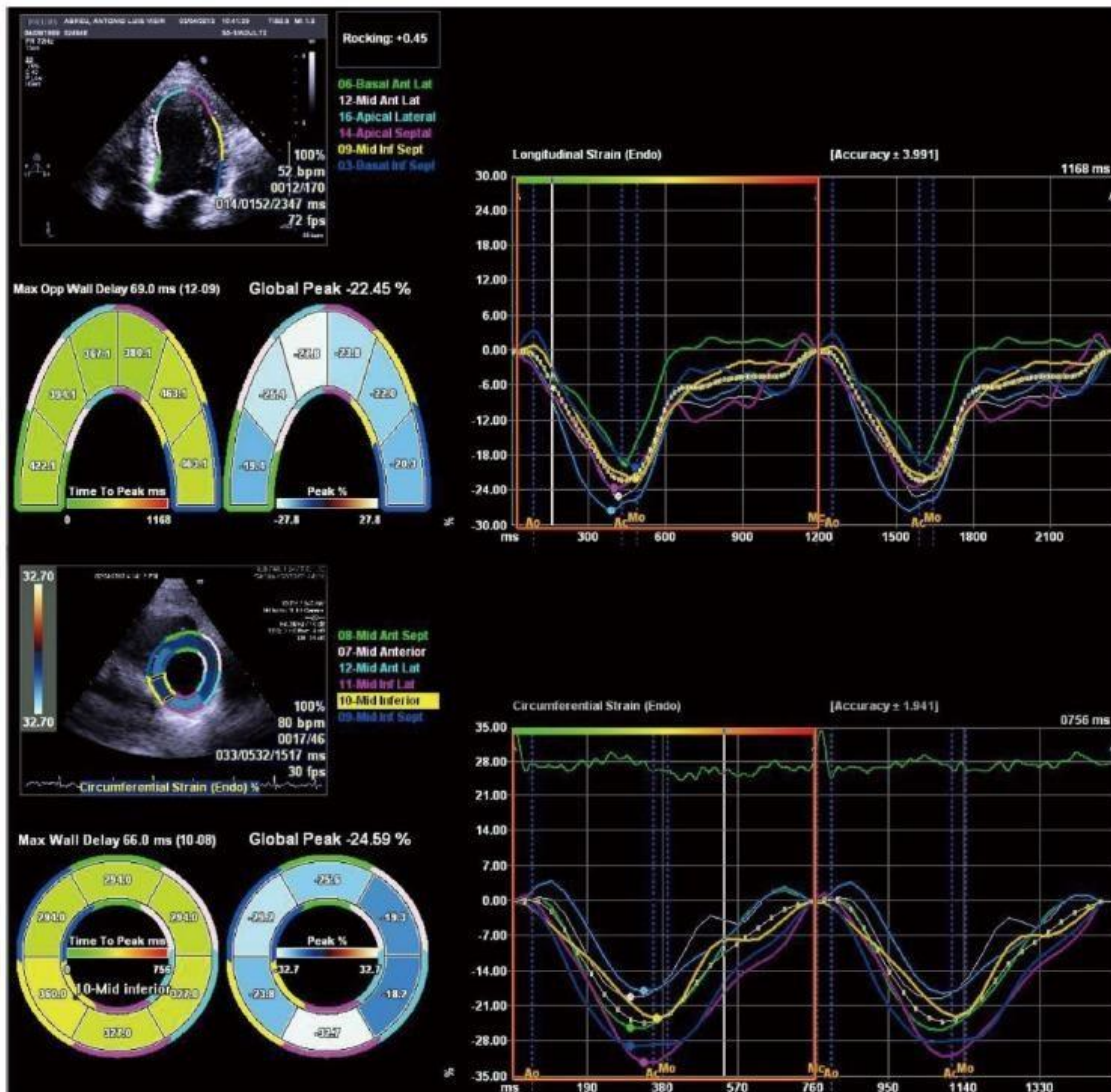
Análisis de la deformidad del ventrículo izquierdo usando ecocardiografía *speckel tracking*. Longitudinal (panel superior) y circunferencial (panel inferior). Sampaio F, Pimenta J. World Journal of Gastroenterology 2016;22(1):112-125.
